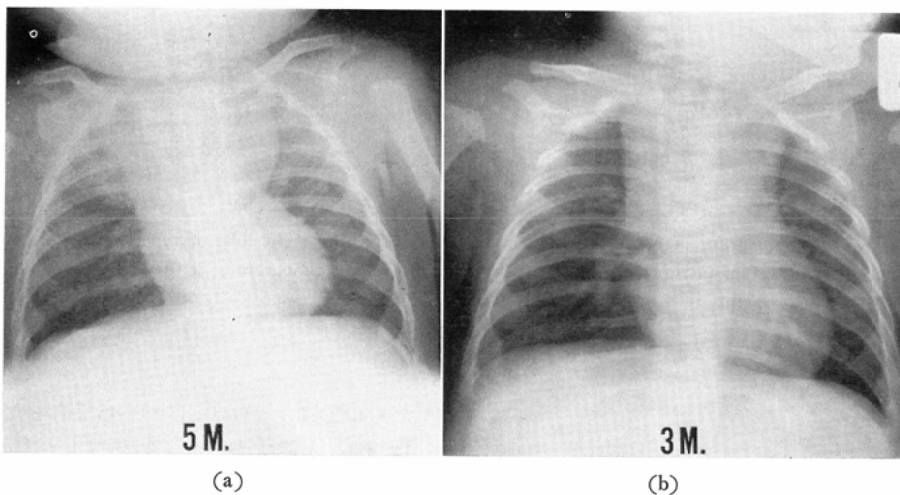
Roentgenogram of a fifth months old infant showing type I convex thymus on both sides. The ratio was 0.355 on the right, 0.532 on the left. 3b Roentgenogram of a three months old infant showing type I concave thymus on both sides. The ratio was 0.45 on the right, 0.38 on the left.
